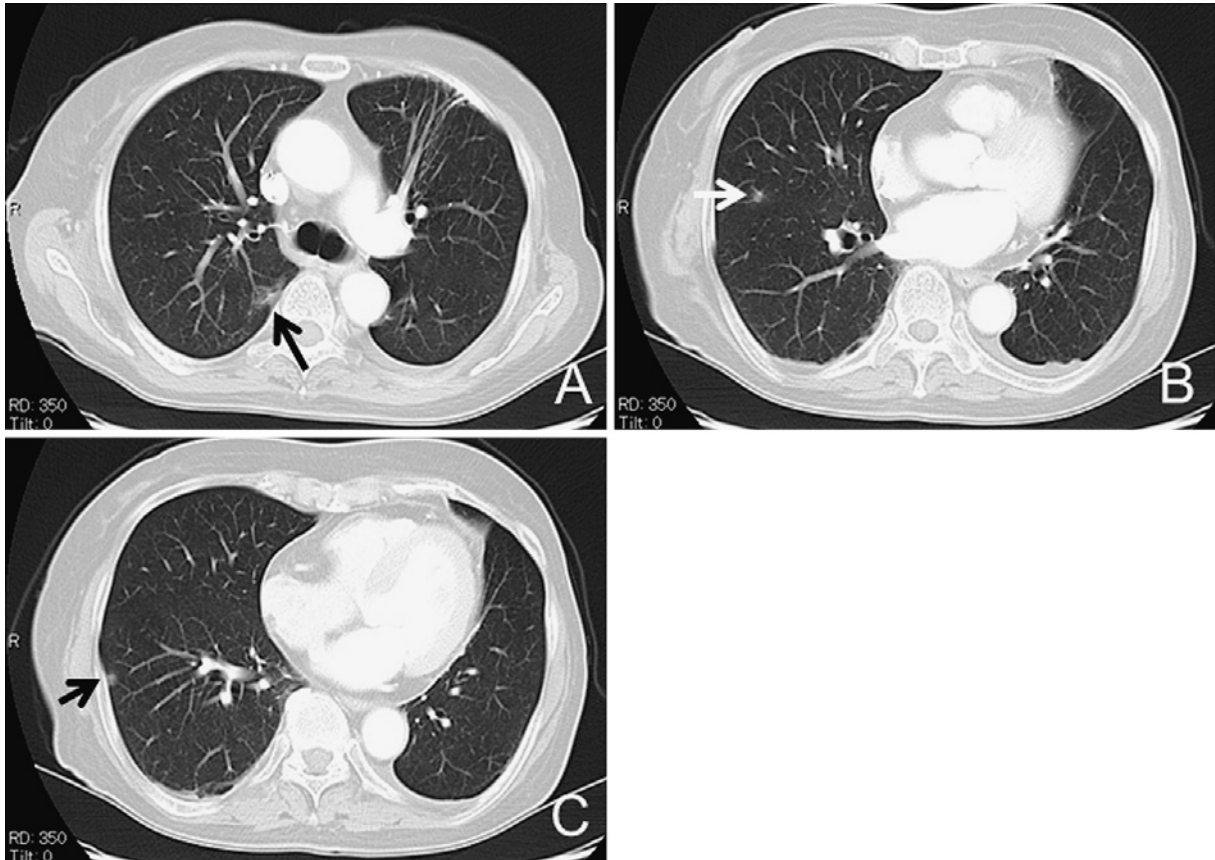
A chest computed tomography image. (A) The lung mass in the right S², measuring 10 mm in diameter and having a relatively clear border and ground-glass pattern. (B) The small, round lung mass in the right S⁵, measuring 5 mm in diameter. (C) The small, round lung mass in the right S⁸, measuring 5 mm in diameter.
